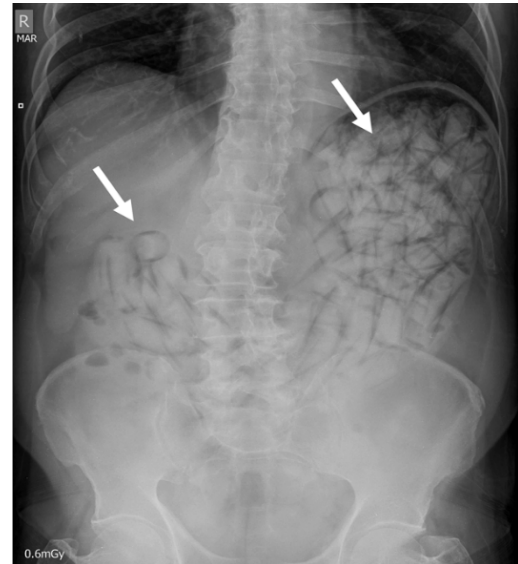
Radiografía de abdomen simple. Múltiples imágenes radiopacas en la cámara gástrica sugestivas de cuerpos extraños (flechas blancas). Fuente: imágenes captadas por los autores.
